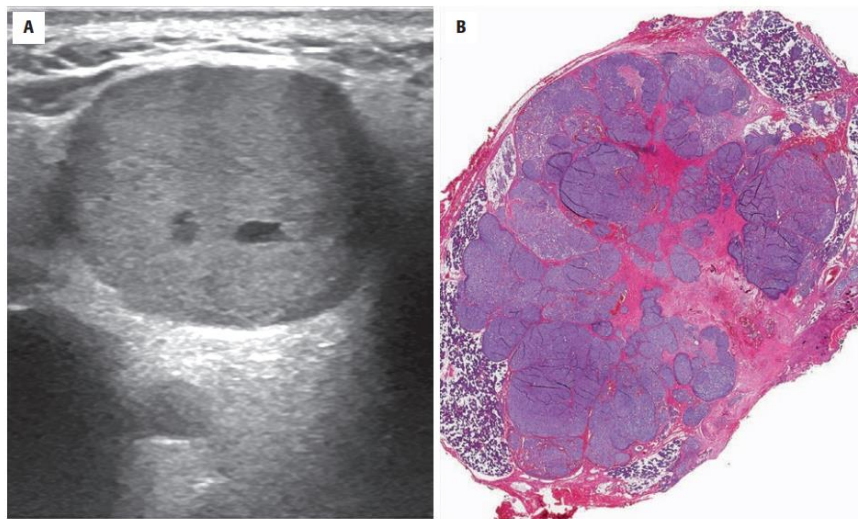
(A) La ecografía muestra una masa bien circunscrita con cambio quístico focal. (B) Hay una periferia irregular e invasiva de este tumor multinodular. La cápsula no está bien desarrollada, aunque hay fibrosis tumoral interna.²⁴
